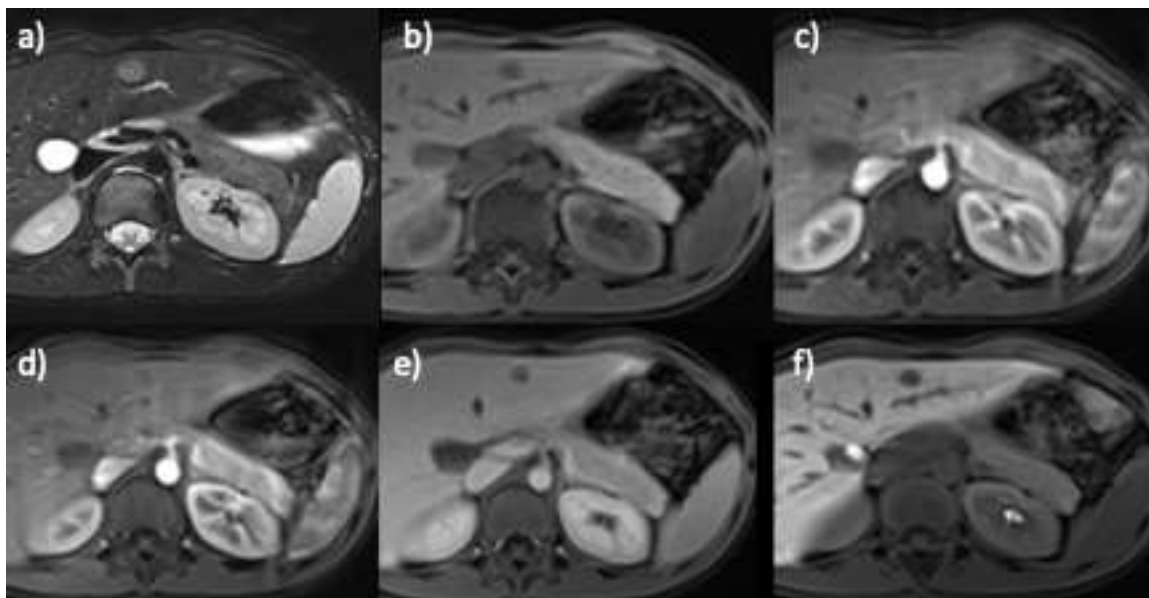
Пациентка, 13 лет, аденокарцинома толстой кишки с метастатическим поражением печени. МРТ в аксиальной проекции с динамическим контрастным усилением с тканеспецифичным контрастным препаратом: а) T2ВИ; б) T1vibe до введения контрастного препарата; в) T1vibe артериальная фаза; г) T1vibe портальная фаза; д) T1vibe венозная фаза; е) T1vibe отсроченная фаза (25 минут). В S2 левой доли печени визуализируется гиперинтенсивное на T2ВИ образование. На T1ВИ очаг имеет гипоинтенсивный сигнал. При динамическом контрастном усилении очаг слабо накапливает контрастный препарат в артериальную и венозную фазы, не имеет накопления контрастного препарата в гепатоспецифичную фазу.
